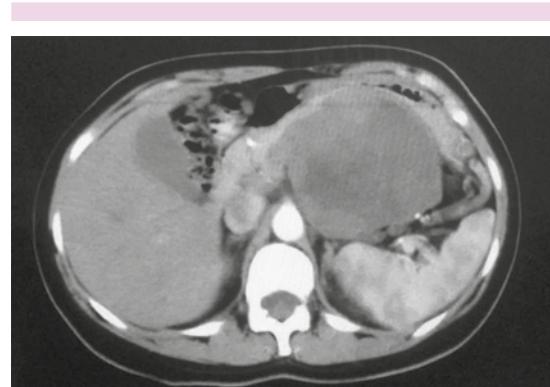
Tomografía: tumor heterogéneo por arriba del páncreas que desplaza al estómago.
